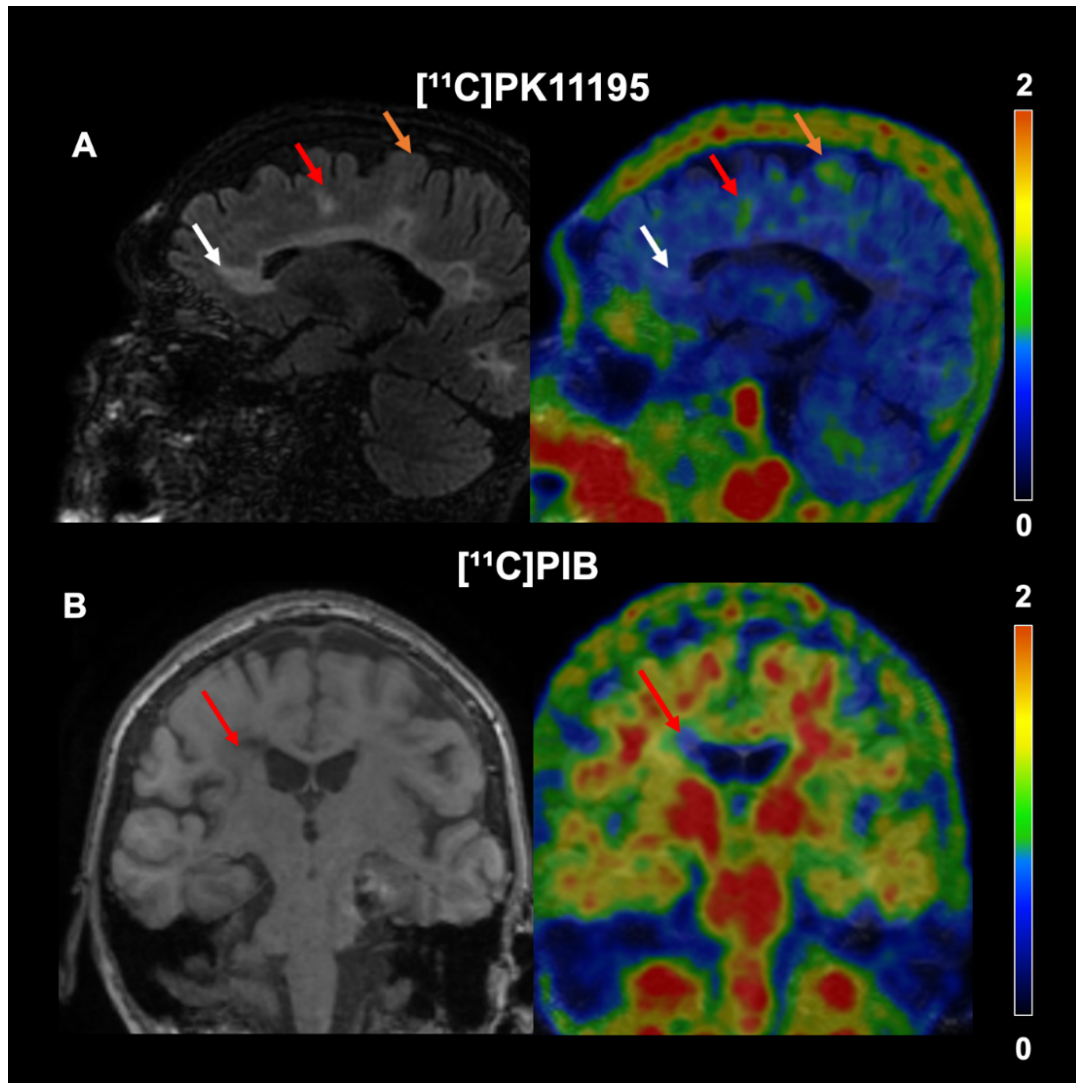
Imagens ilustrativas de PET/RM com $[^{11}\text{C}]$ PK11195 e $[^{11}\text{C}]$ PIB. Em A, uma sequência FLAIR de RM, seguida de uma imagem fusionada com o PET $[^{11}\text{C}]$ PK11195 de um paciente com fenótipo de EMP exibindo a heterogeneidade das lesões no tocante ao perfil de células da resposta imune inata: uma lesão clássica na sequência FLAIR, não observada na PET $[^{11}\text{C}]$ PK11195 (seta branca), uma lesão que é vista tanto na imagem PET quanto na RM (seta vermelha) e por fim, uma lesão detectada apenas pelo PET (seta laranja). Em B, imagem de RM ponderada em T1 seguida de imagem fusionada com PET $[^{11}\text{C}]$ PIB em um paciente com fenótipo EMRR exibindo a perda acentuada de mielina em uma lesão próxima aos ventrículos (seta vermelha).
